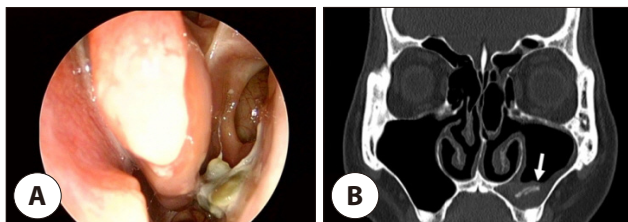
Postoperative endoscopic and computed tomography (CT) findings after the surgery. (A) thick, dark yellowish discharge was observed draining from the left maxillary sinus. (B) rod-shaped calcification (arrow) was observed in the left maxillary sinus.
